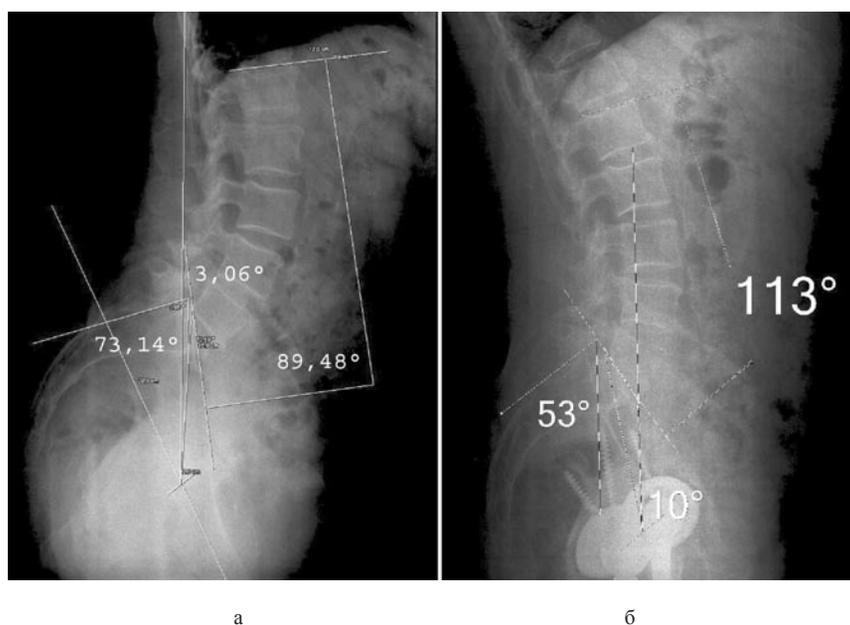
Аксиальные рентгенограммы таза и позвоночника больного Д. : а — до эндопротезирования тазобедренных суставов; б — после эндопротезирования тазобедренных суставов
